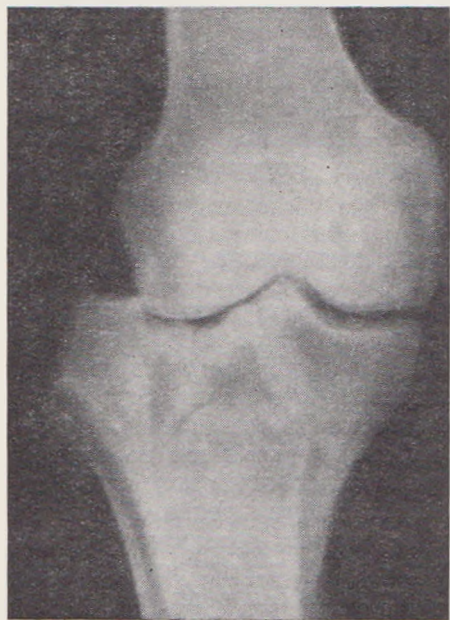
Рентгенограмма оскольчатого перелома медиального мыщелка голени с вывихом наружного мыщелка.
